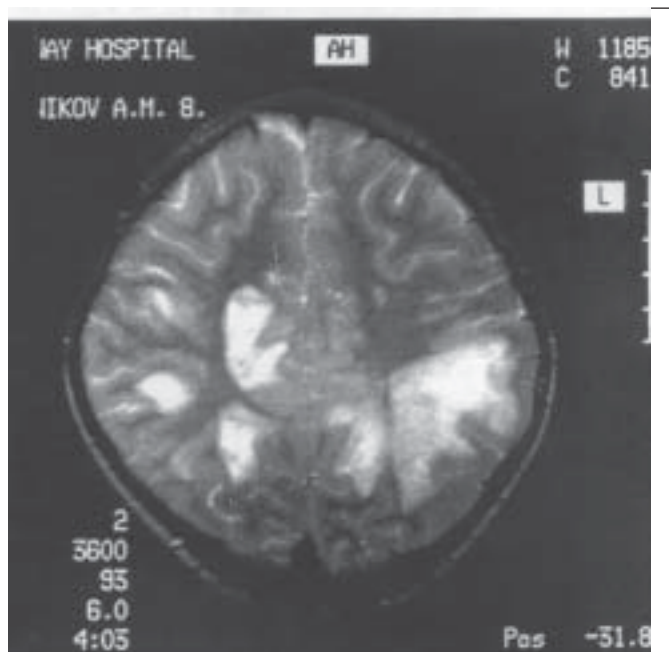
МРТ головного мозга ребенка с подострым энцефаломиелитом.
